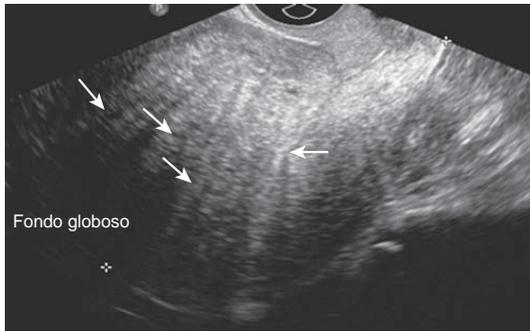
Vista longitudinal de un útero que muestra características compatibles con una adenomiosis en el ultrasonido 2D, incluyendo un útero globoso agrandado con áreas quísticas redondeadas, hipoecoicas o hiperecoicas, dentro del miometrio. Las estriaciones lineales con sombras acústicas finas (flechas estrechas) se pueden visualizar irradiando desde el foco ecogénico dentro del miometrio donde no se observa un leiomioma distintivo. El borde endometrial-miometrial se describe como indistinguible o "borroso", y el eco endometrial puede verse mal definido (flecha gruesa).
